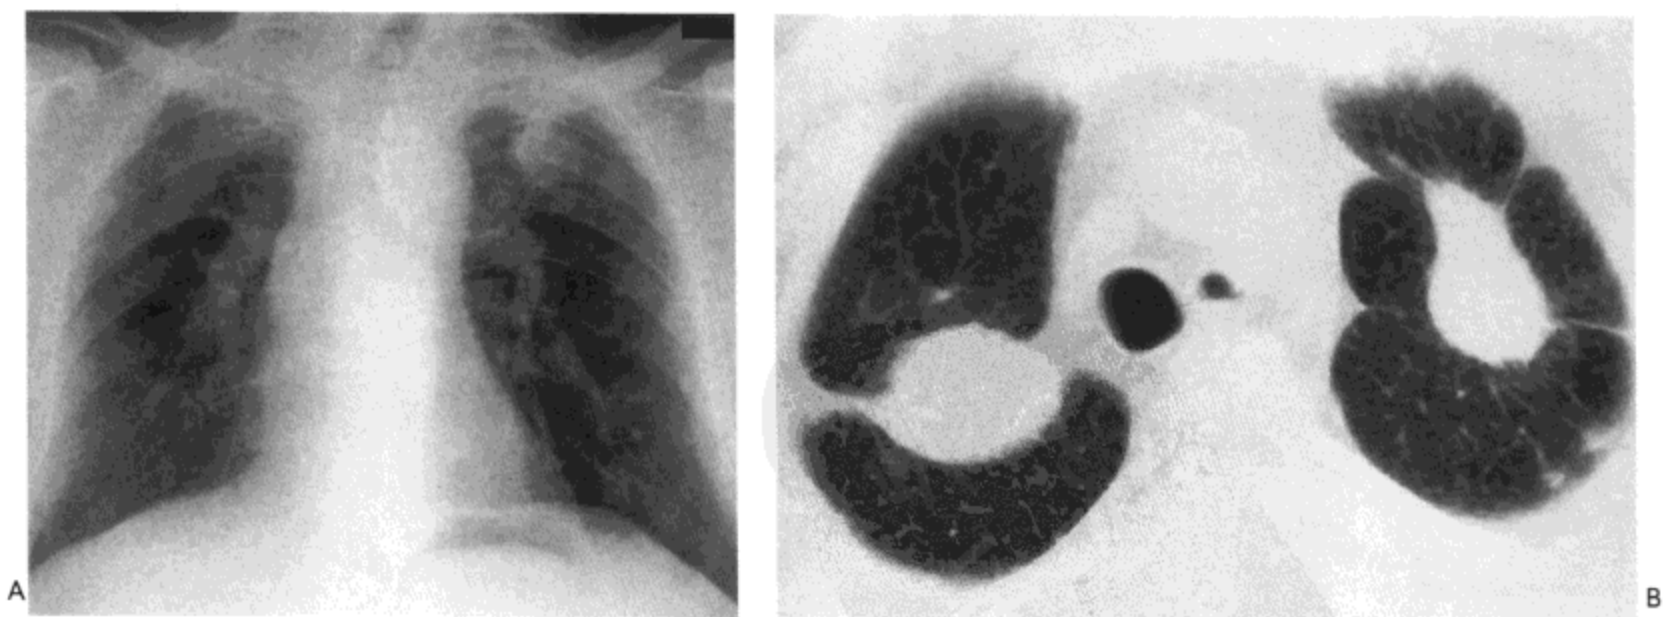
矽肺伴进行性肿块性纤维化。A：X线胸片示双肺上叶大片阴影与肺门向头侧回缩。B：CT影像（7mm层厚）示双侧纤维化的聚结团块。可见左肺上叶少量小叶中心结节与胸膜下结节。病人为73岁男性。
